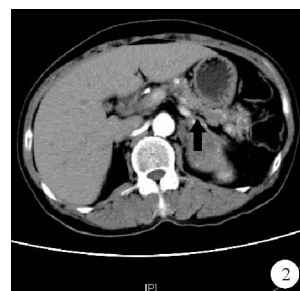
患者胰腺增强 CT 检查结果:动脉期实质内见多发小结节状明显强化灶,胰腺萎缩,如箭头所示
